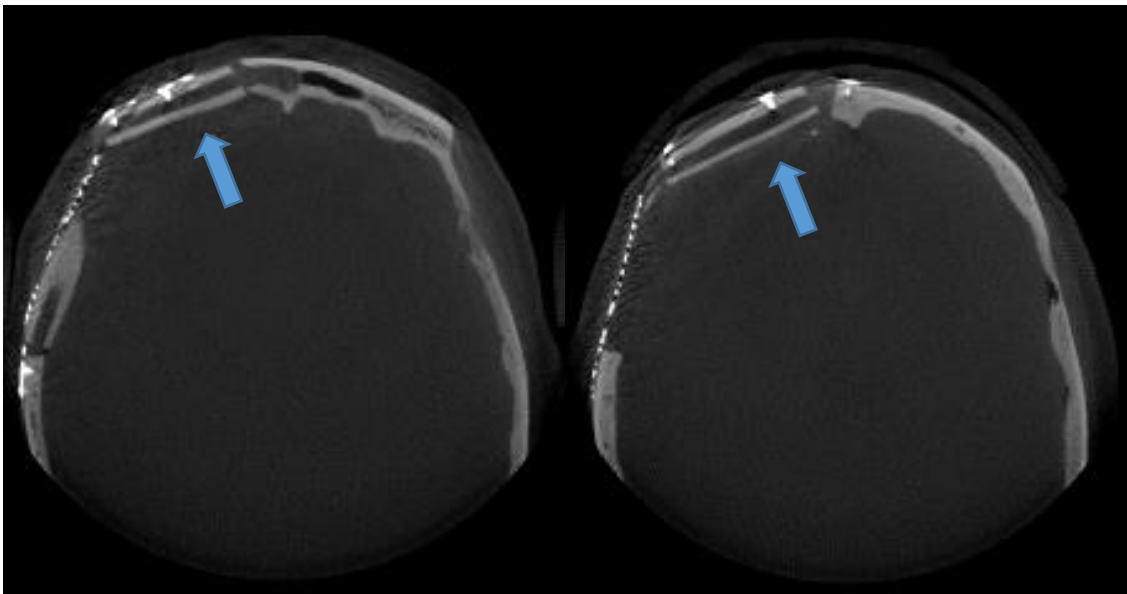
Tomografía corte axial. Se evidencia la adecuada adaptación del colgajo libre de peroné en doble barra A) Barra superior B) Barra inferior. Reconstruyendo anatómicamente el contorno de la región frontal.
